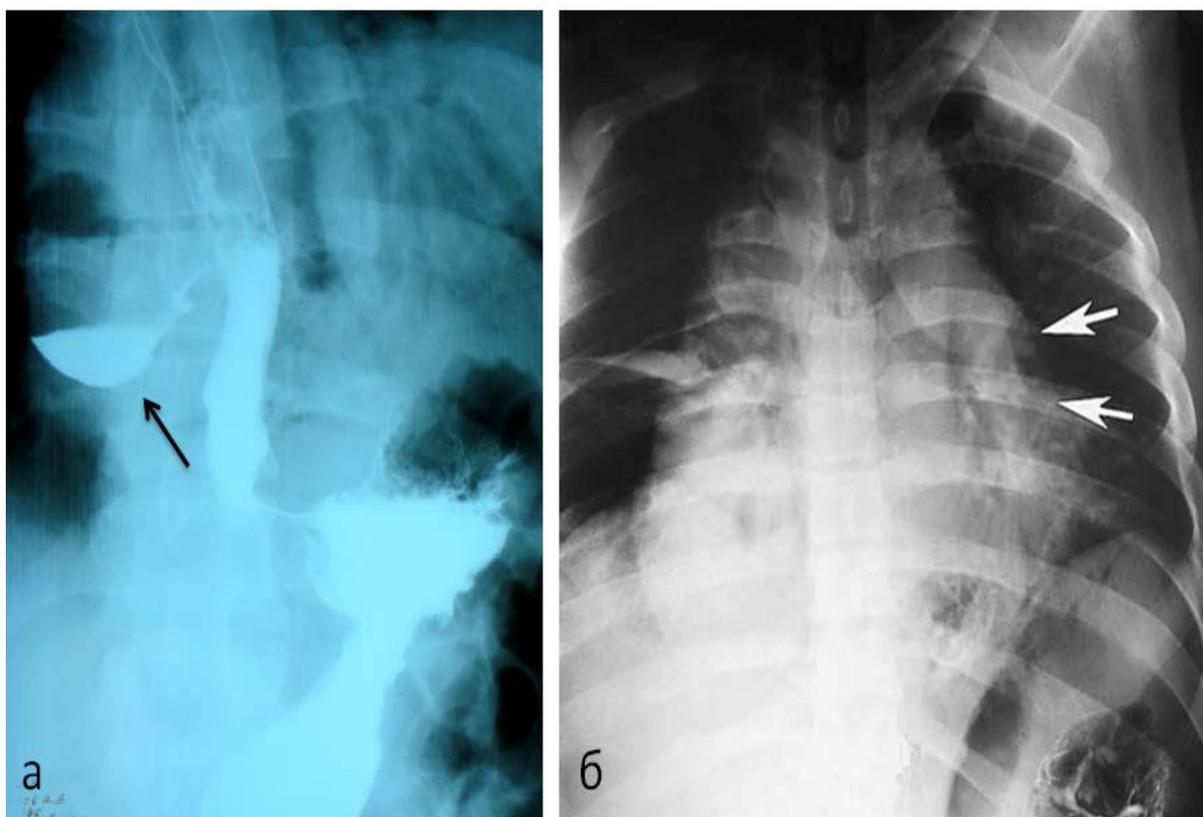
Рентгенологические признаки перфорации грудного отдела пищевода: а – затек контраста в средостение и плевральную полость (указано стрелкой); б – расширение тени средостения вследствие медиастинита (указано стрелками)
